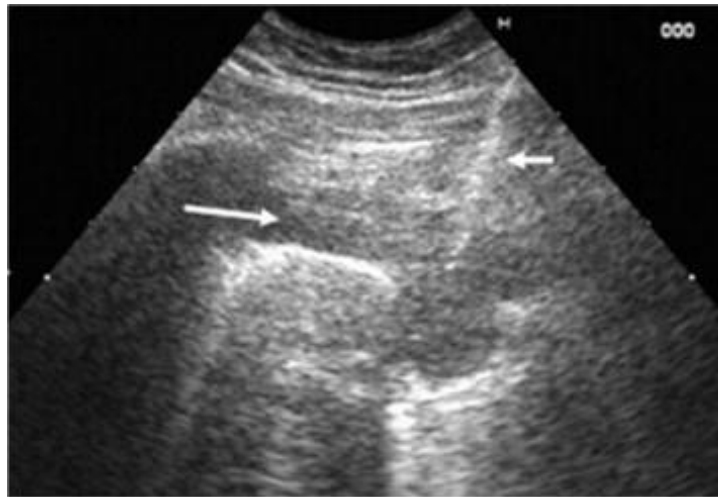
Biopsia pleural guiada por ecografía torácica.
